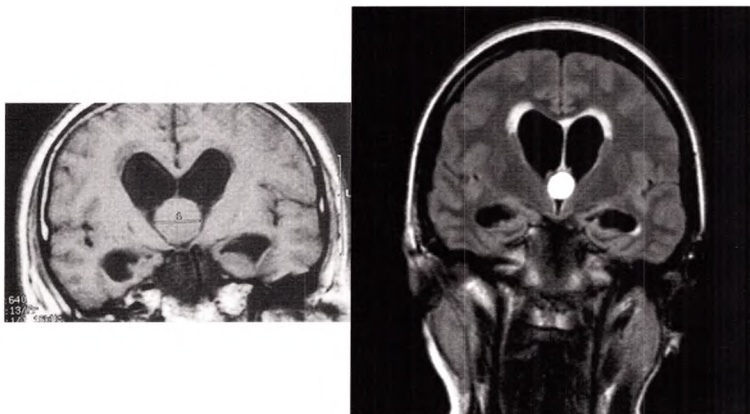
C Deux exemples de kyste colloïde du troisième ventricule. À gauche, IRM en séquence T1. À droite, IRM en séquence FLAIR.
